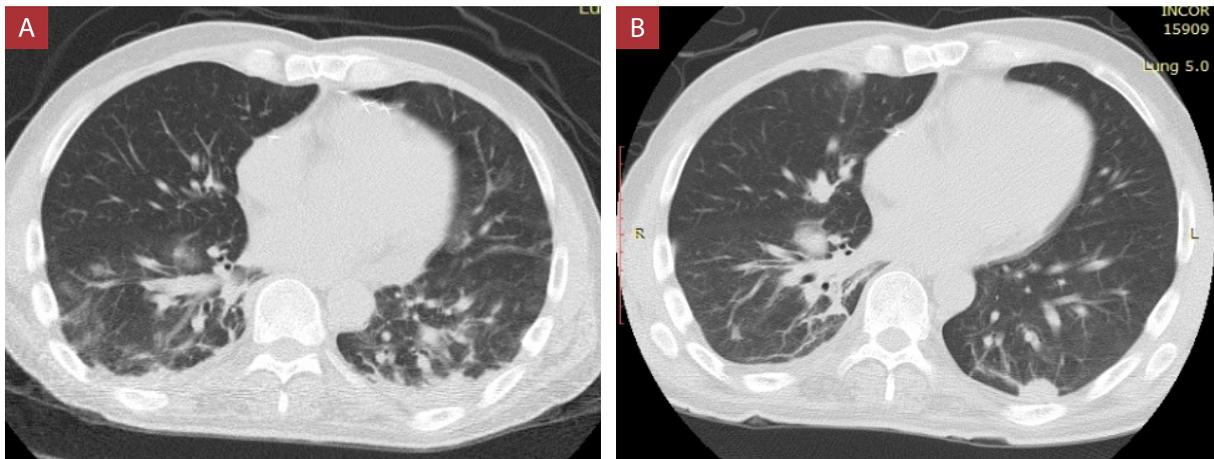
Tomografías torácicas sin contraste correspondientes al caso 1. A) Tomografía al ingreso muestra opacidades parcheadas en vidrio deslustrado, con tendencia a confluir en regiones periféricas de ambas bases pulmonares. B) Tomografía en el día 22 muestra resolución de las opacidades en vidrio deslustrado y aparición de infiltrado intersticial tenue.
